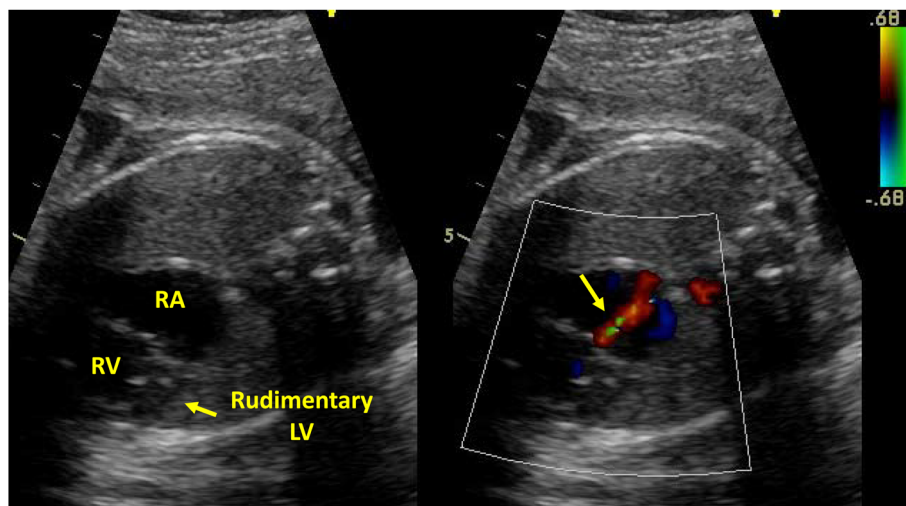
Fetal echocardiography at 29 weeks of gestation reveals hypoplastic left heart syndrome. Color Doppler image suggests moderate tricuspid regurgitation (arrow)
